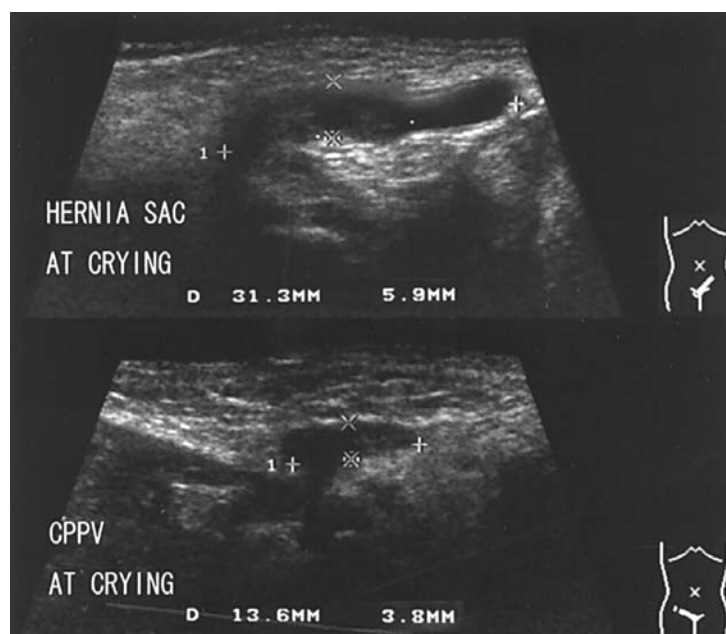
Images échographiques d'une fillette de 4 mois avec sac herniaire gauche primaire et un CPPV droit en pleurant
